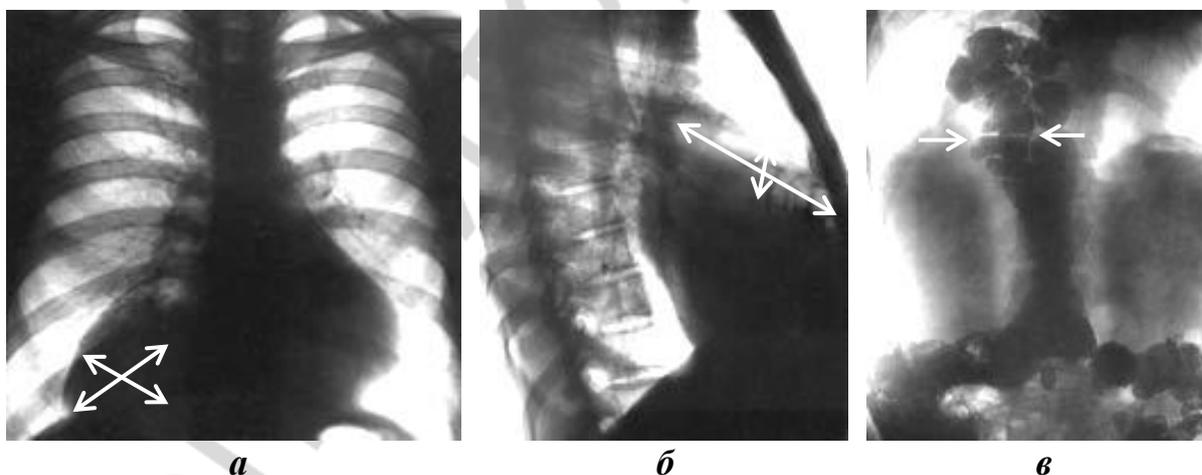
Обзорная рентгенография органов грудной клетки при костостернальных грыжах Морганьи:
